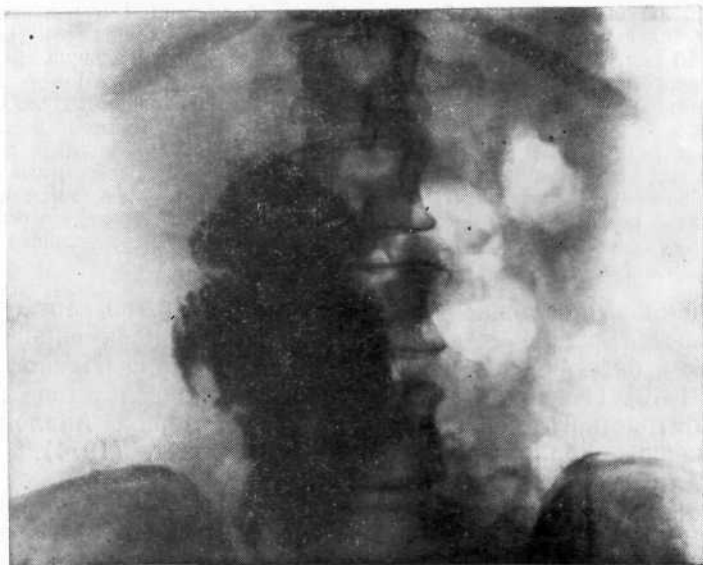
Паракавальное введение рентгеноконтрастного вещества. Тень его распространяется до LII.
